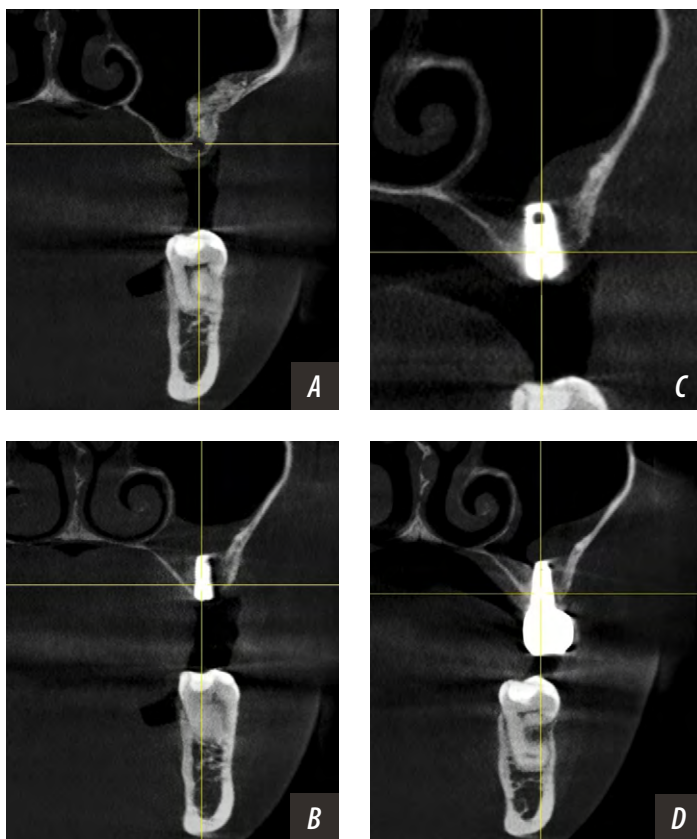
Состояние слизистой ВЧП на разных сроках наблюдения на примере импланта с интрузией в ВЧП: А — до операции; В — после имплантации; С — через 4 месяца; D — через 9 месяцев
